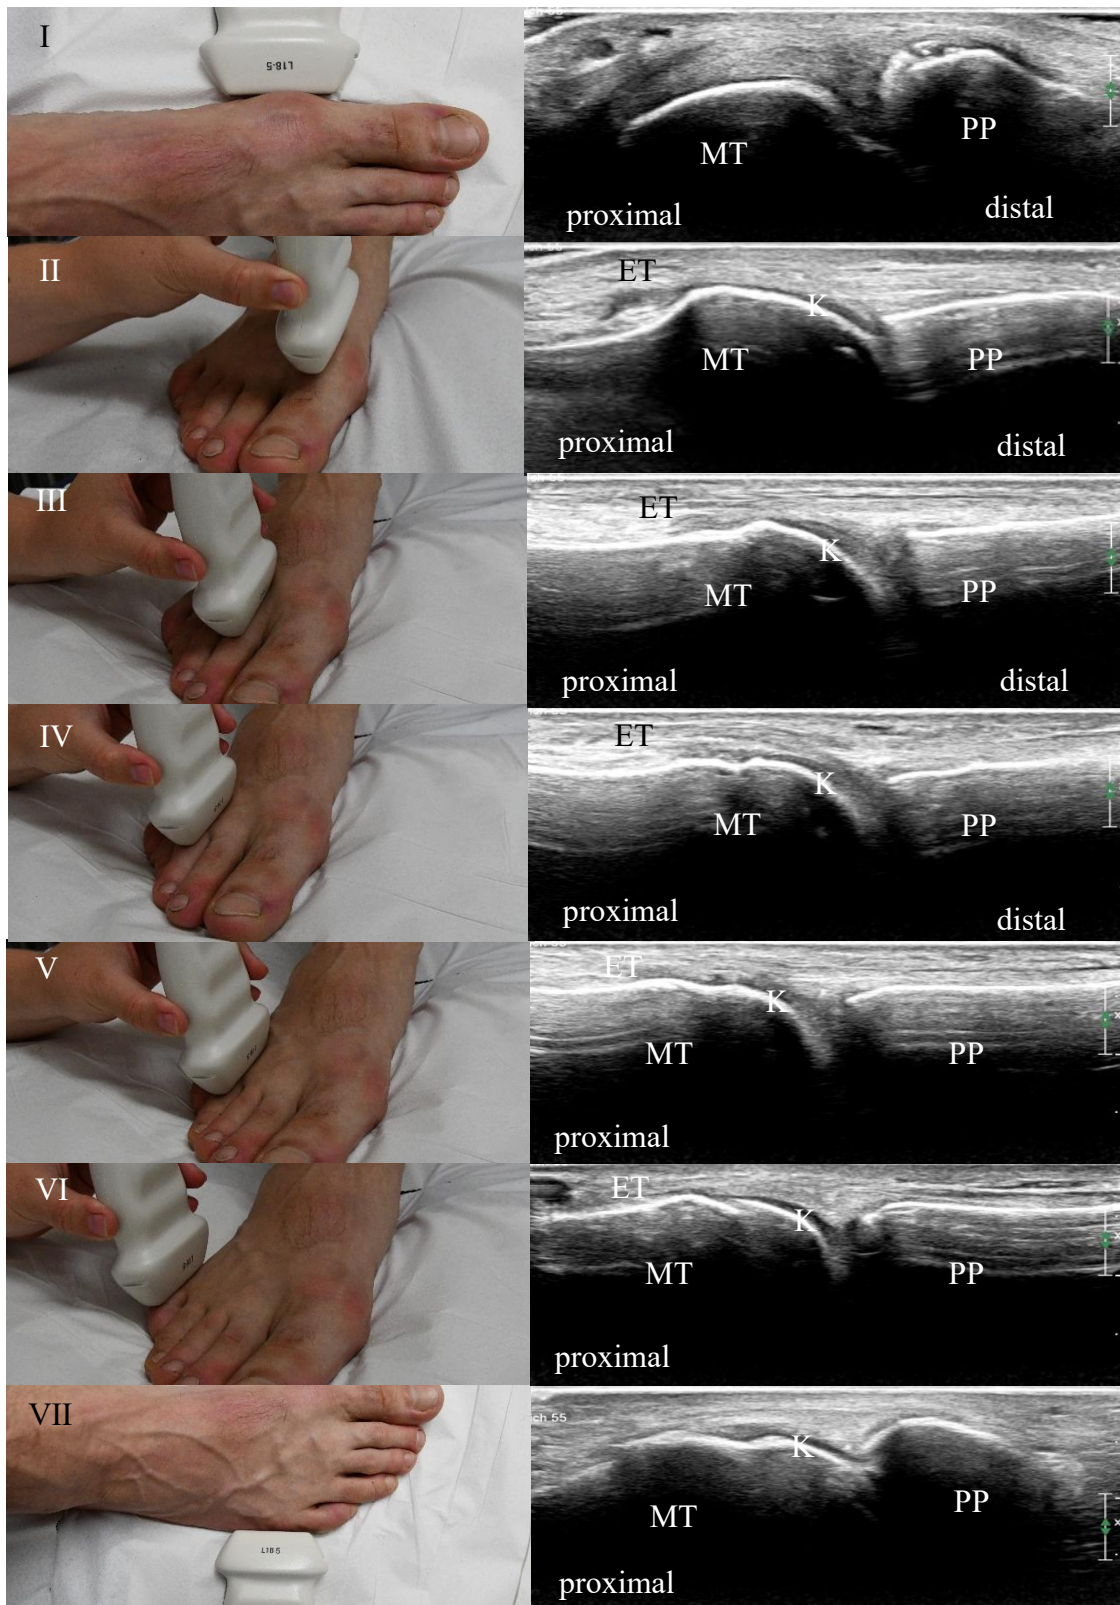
Darstellung der Schallkopfpositionen der Sonographie der Metatarsophalangealgelenke (MTP) des Fußes.
